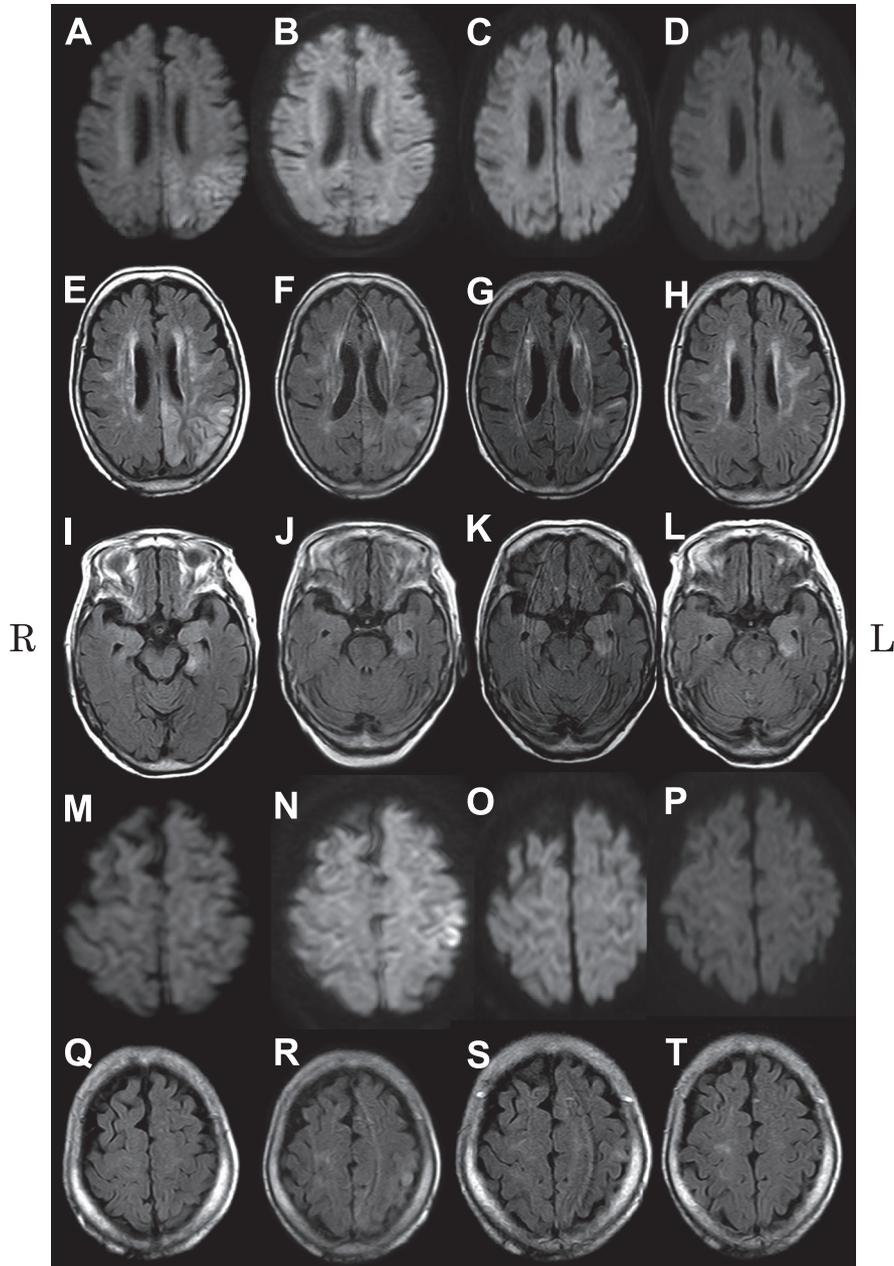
Results from brain magnetic resonance imaging.
